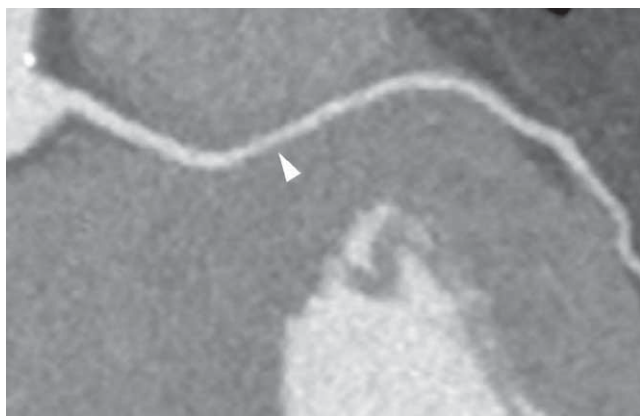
Trajet rétropulmonaire avec passage intramyocardique. Image TDM (reconstruction 3D) d'une artère interventriculaire antérieure connectée dans le sinus droit avec trajet rétropulmonaire. À noter un passage intramyocardique avec réduction modérée du calibre artériel (tête de flèche).
